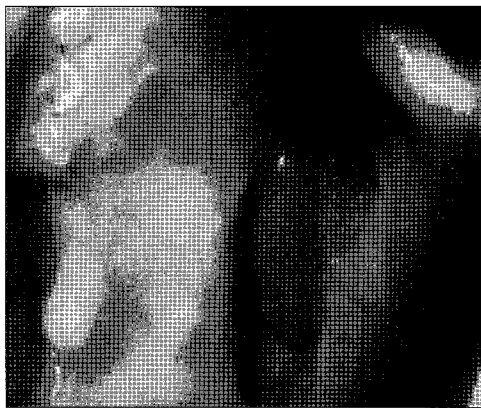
After 6 months, postoperative intraoral photograph and CT view : no evidence of the recurrence.
